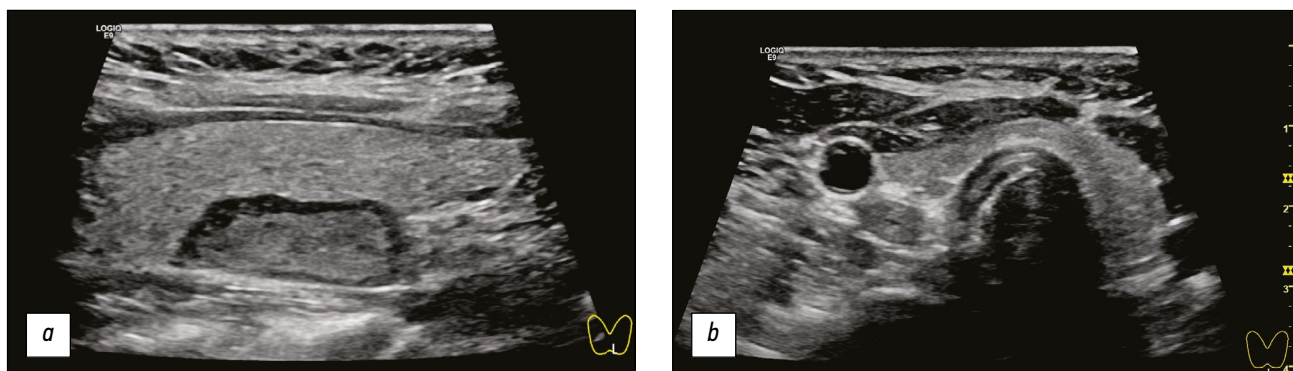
图 2甲状腺功能亢进的甲状腺超声成像: *a* - 原发性甲状腺功能亢进; *b* - 继发性甲状腺功能亢进。
